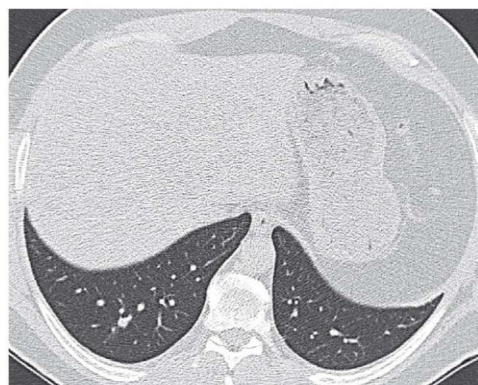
Chest HRCT, transverse plane, two-month follow-up. Compared with the initial examination, multiple nodules in the pulmonary parenchyma, predominantly in subpleural localization, have partially or completely disappeared. An 8 mm nodule (previously 18 mm) is present in S10 of the left lower lobe (indicated by the arrow)
